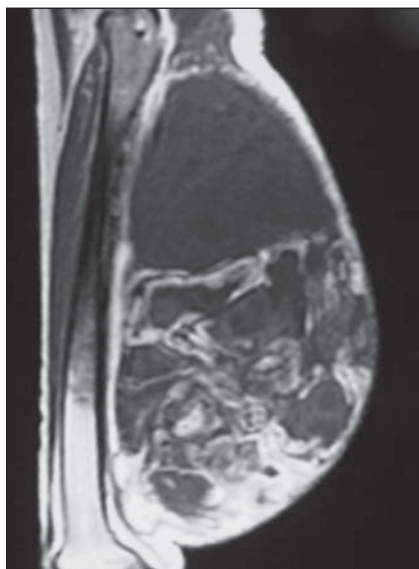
Ressonância magnética, imagens sagitais ponderadas em T1 (A) e T1 com saturação do sinal de gordura após a injeção endovenosa de meio de contraste paramagnético (B).
